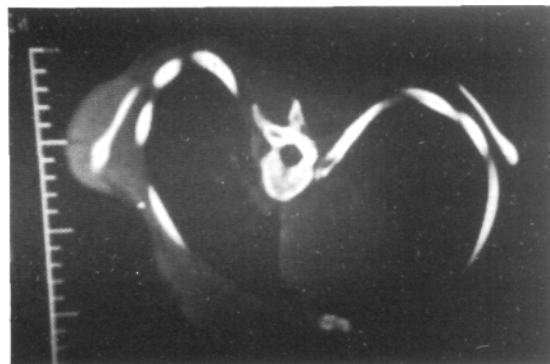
Tomografía axial computada de tórax en escoliosis.
